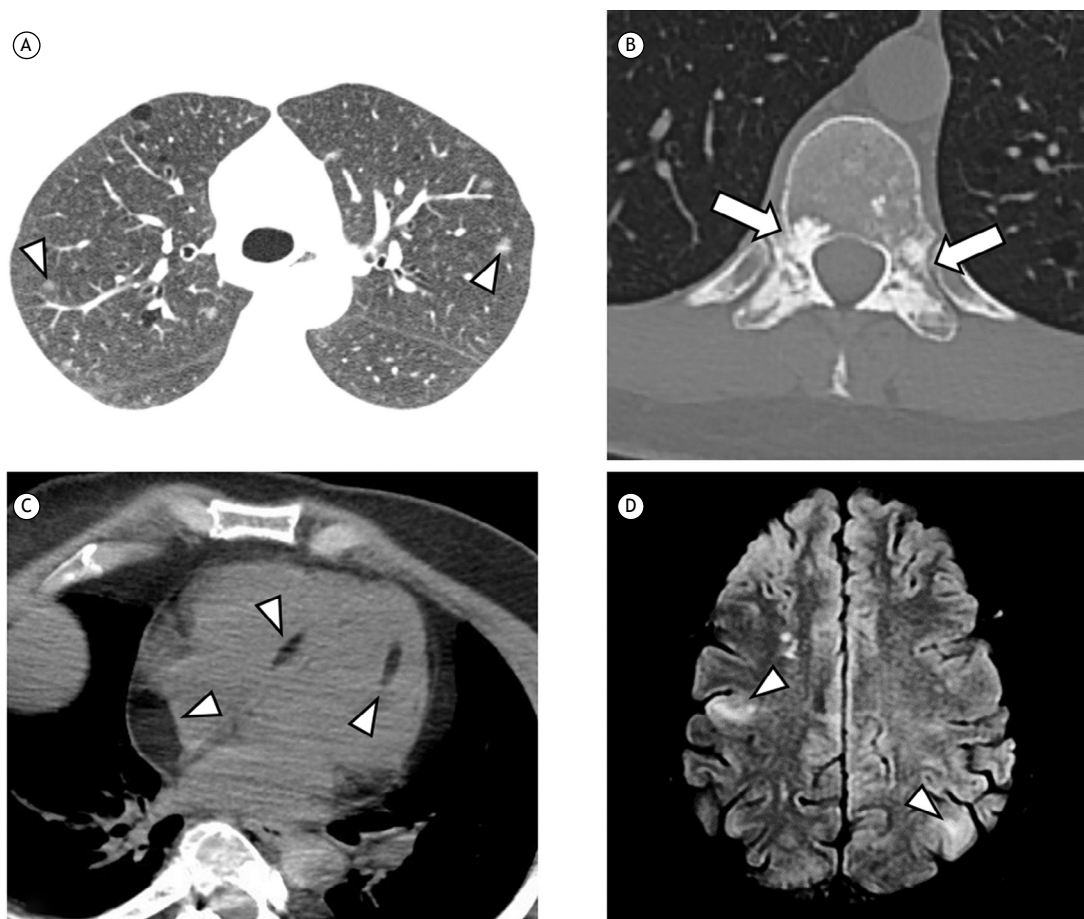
Outras lesões associadas ao complexo da esclerose tuberosa. A) Imagem axial de TC do tórax com cistos pulmonares esparsos relacionados à linfangioleiomiomatose e alguns micronódulos em vidro fosco, presumivelmente associados à hiperplasia micronodular e multifocal de pneumócitos tipo II (cabeças de seta). B) Imagem axial de TC da coluna dorsal evidenciando múltiplos focos escleróticos concentrados nos elementos vertebrais posteriores (setas). C) Imagem axial de TC do tórax em janela de mediastino demonstrando focos de acúmulo de gordura miocárdicos (cabeças de seta). D) Imagem axial de RM do crânio em ponderação *fluid-attenuated inversion recovery* evidenciando túberes corticais (cabeças de seta).
